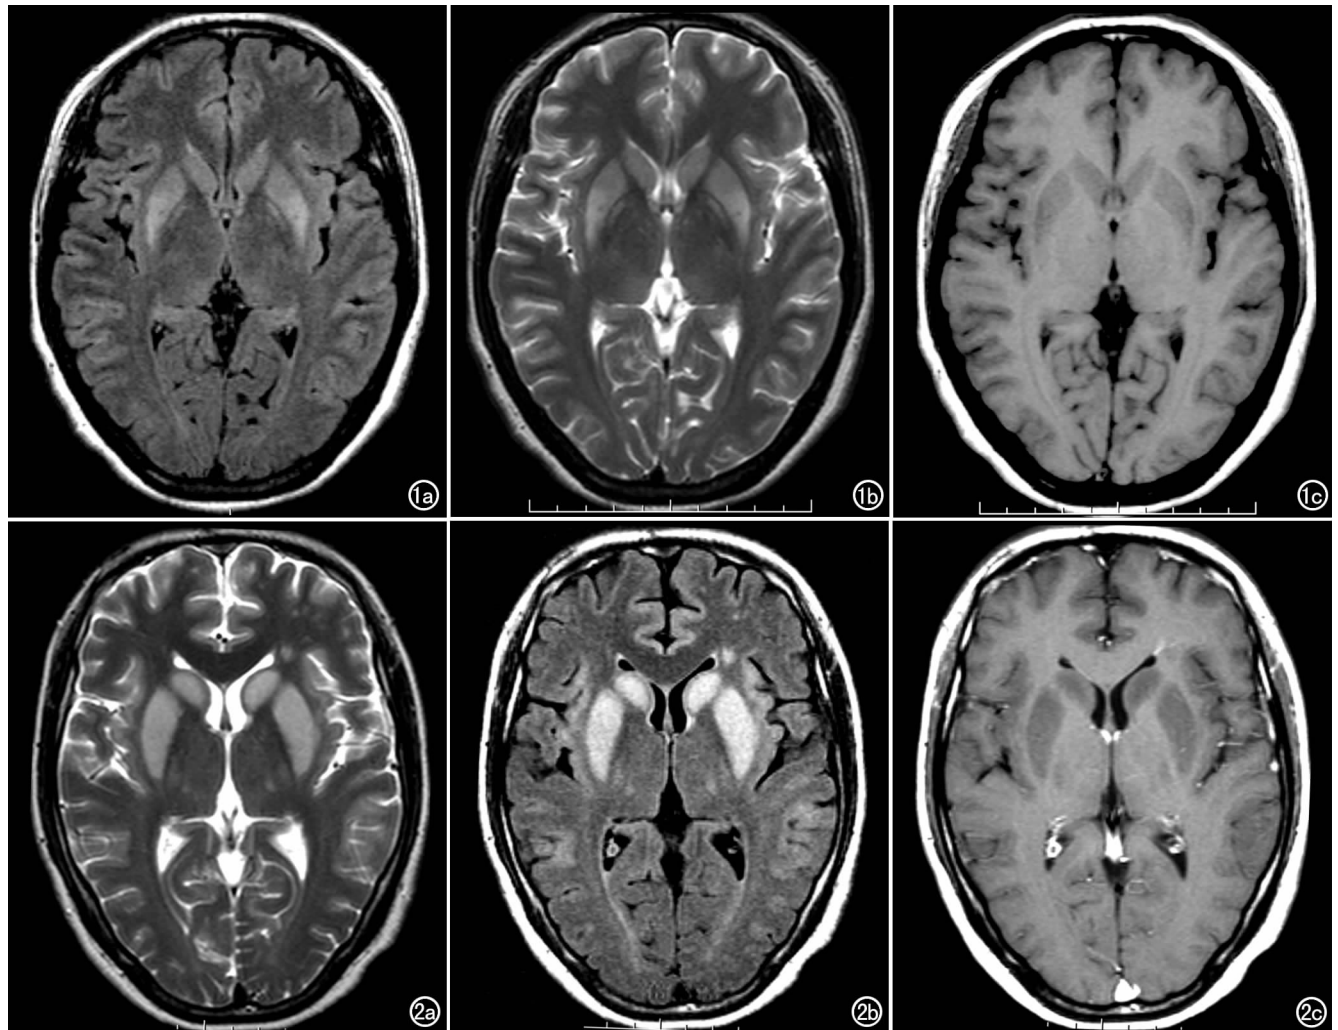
垂体后叶素治疗后 5 天,抽搐、头痛、四肢震颤 1 天。a) T_2 -FLAIR 显示双侧尾状核、豆状核对称性高信号; b) T_2 WI 示双侧豆状核、尾状核对称性高信号; c) T_1 WI 显示双侧尾状核、豆状核对称性低信号。图 2 垂体瘤术后 7 天,吞咽困难、表情淡漠 4 天。a) T_2 WI 示双侧尾状核、豆状核、岛叶及额叶白质内对称性高信号; b) T_2 -FLAIR 图像上病灶显示更清晰; c) 增强扫描示病灶无明显强化。
